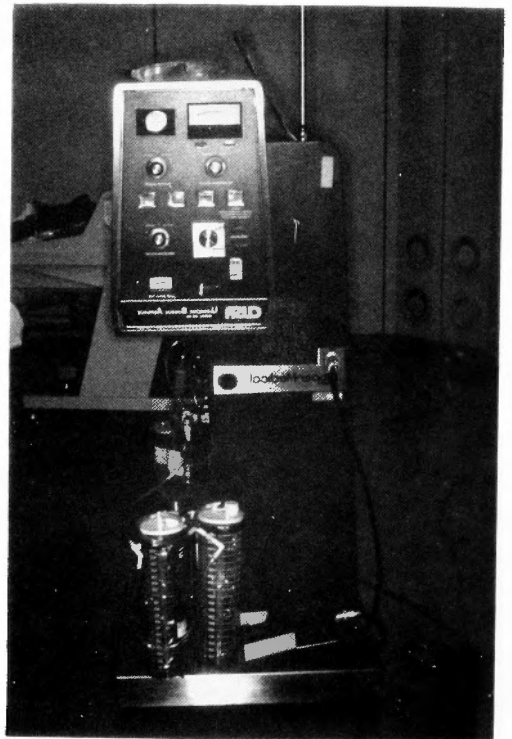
Ultrasonic surgical aspirator (CUSA)
